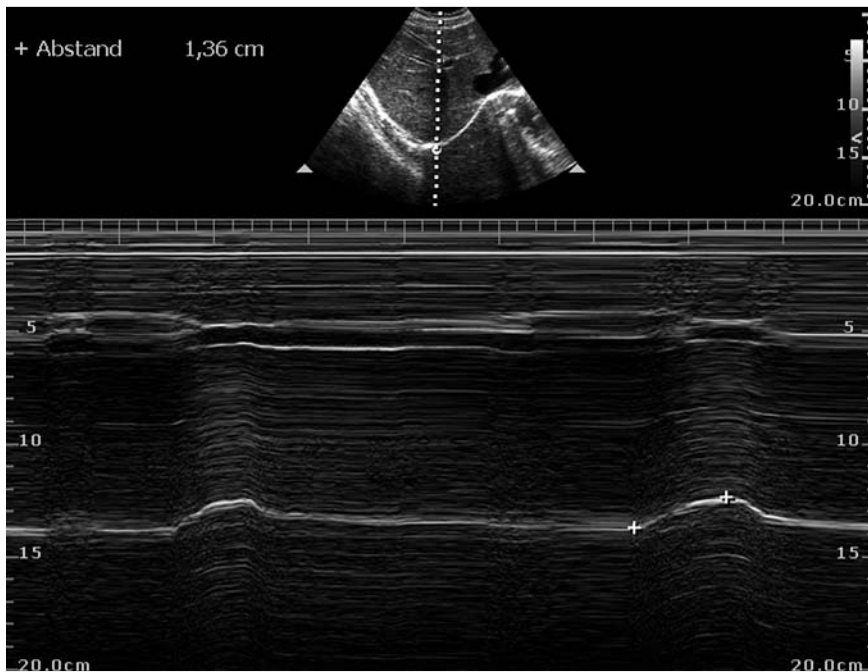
Sonografisch gemessene Zwerchfellbeweglichkeit des rechten Hemidiaphragmas. Im sonografischen M-Mode ist die Zwerchfellbeweglichkeit eines gesunden Probanden während Ruheatmung im Liegen dargestellt. Die Zwerchfellexkursion (die weiße Linie repräsentiert die diaphragmale Pleura als Randbegrenzung) beträgt zwischen In- und Expiration ≥ 10 mm und gibt daher keine Hinweise auf das Vorliegen einer diaphragmalen Dysfunktion. Anschallwinkel $\geq 70^\circ$ unmittelbar unterhalb des Xiphoids unter Nutzung der Leber als Schallfenster.
